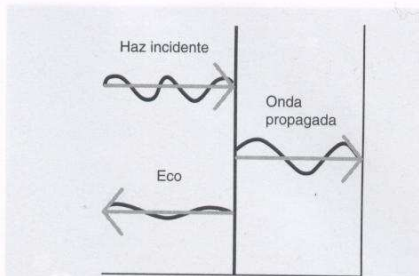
Conducción del US. El haz de ultrasonido viaja a través de los tejidos con una velocidad determinada que depende del tipo de tejido, de su densidad y de su elasticidad. Las estructuras ofrecen resistencia al paso de la onda sónica (impedancia) e interfieren la velocidad de propagación. En el límite de separación entre dos tejidos o estructuras de diferente impedancia acústica: interfase, parte del sonido incidente se refleja ("eco"), parte se dispersa y parte se transmite al segundo tejido, siguiendo los principios de conducción de la luz, de la misma forma en que un rayo luminoso se refleja al incidir sobre un espejo.
